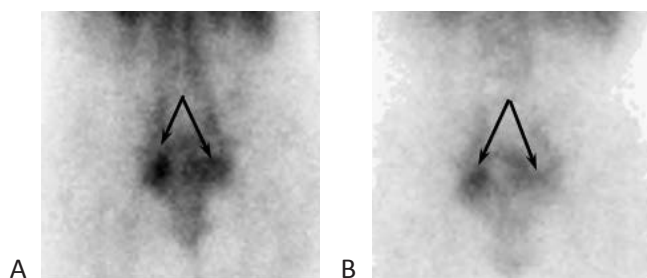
Сцинтиграммы тазовых вен пациентки К.: А – до лечения; В – через 2 месяца. Стрелками указано избыточное накопление меченых эритроцитов в параметральных венах. Ктвп исходно=1,24; Ктвп через 2 месяца=0,9
